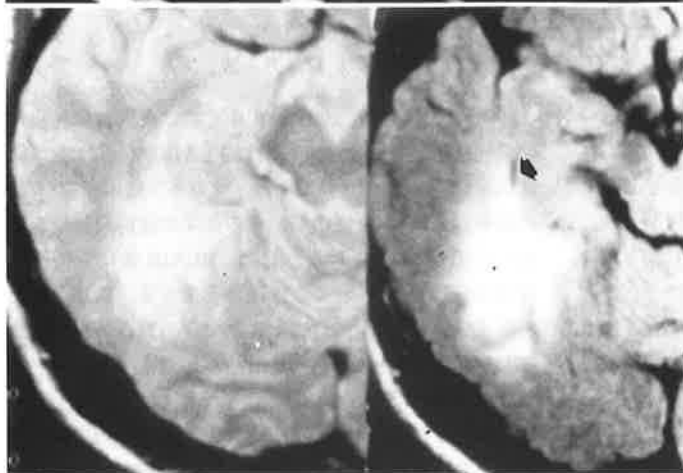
Case 2. upper left: T1 weighted image with Gd, upper right: T2 weighted image, lower left: Proton weighted image, lower right: FLAIR image. FLAIR image shows an astrocytoma more apparently than the other sequences. And we can easily discriminate the temporal horn of the lateral ventricle (arrow).
